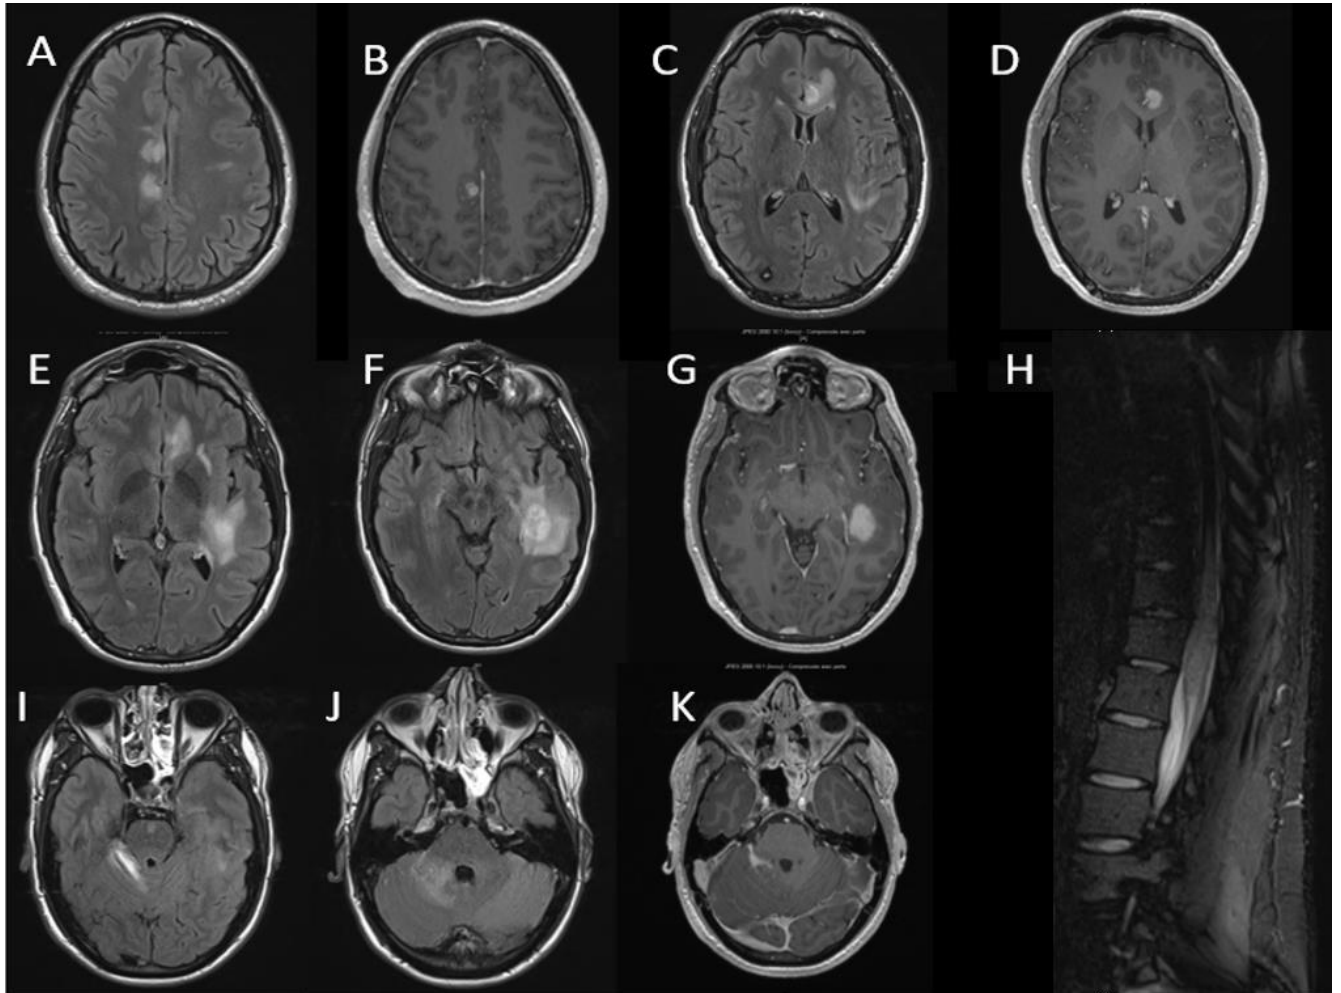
IRM cérébromédullaire de mars 2015
